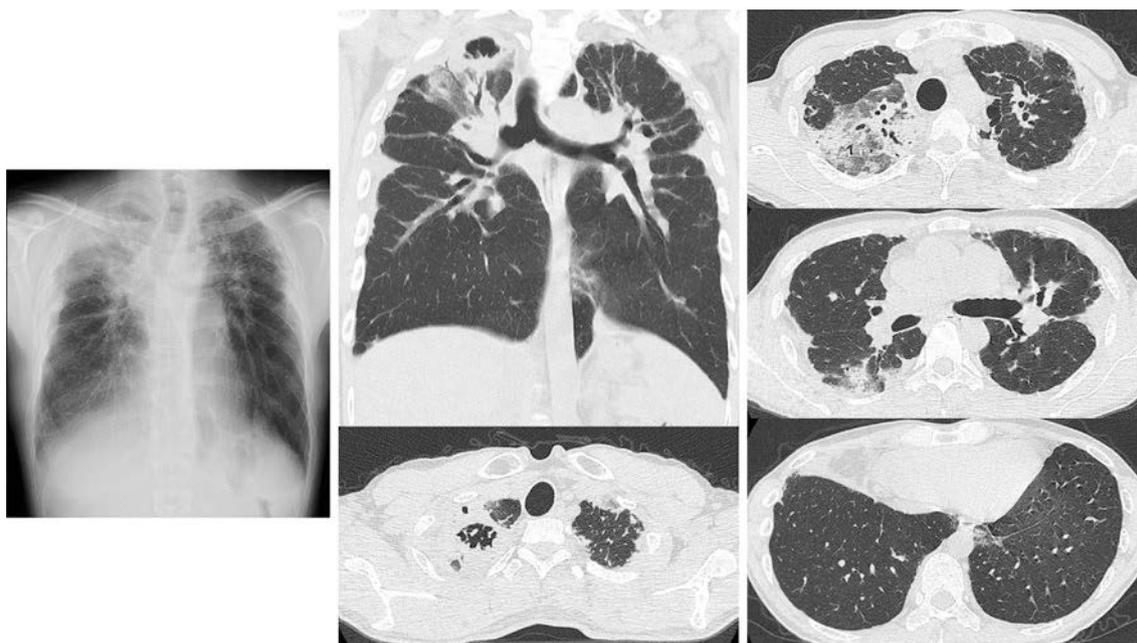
Imaging findings. Chest X-ray showed elevation of the hilum, slight left pneumothorax, a right lobe apical cavity, consolidation, and ground-glass opacification in both upper lung fields. High-resolution computed tomography showed decreased upper lobe volume, subpleural consolidation with traction bronchiectasis, a right lobe apical cavity, and consolidation and ground-glass opacification of the right upper lobe and bilateral lower lobes.
